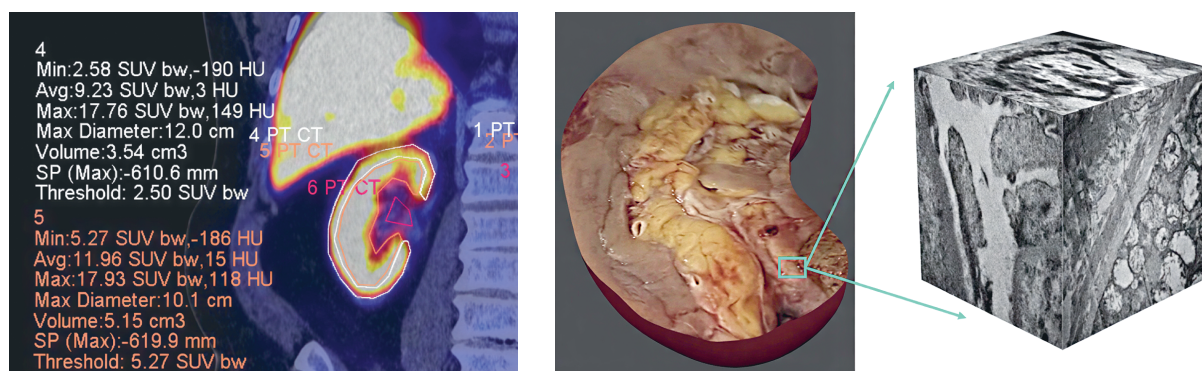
Молекулярно-клеточный гиперметаболизм ^{11}C -холина по результатам ПЭТ/КТ-сканирования при остром деструктивном пиелонефрите с навигацией 3D-анатомического и 3D-ультраструктурного состояния почечной паренхимы ($\times 10\,000$) (рисунок подготовлен авторами по собственным данным)
